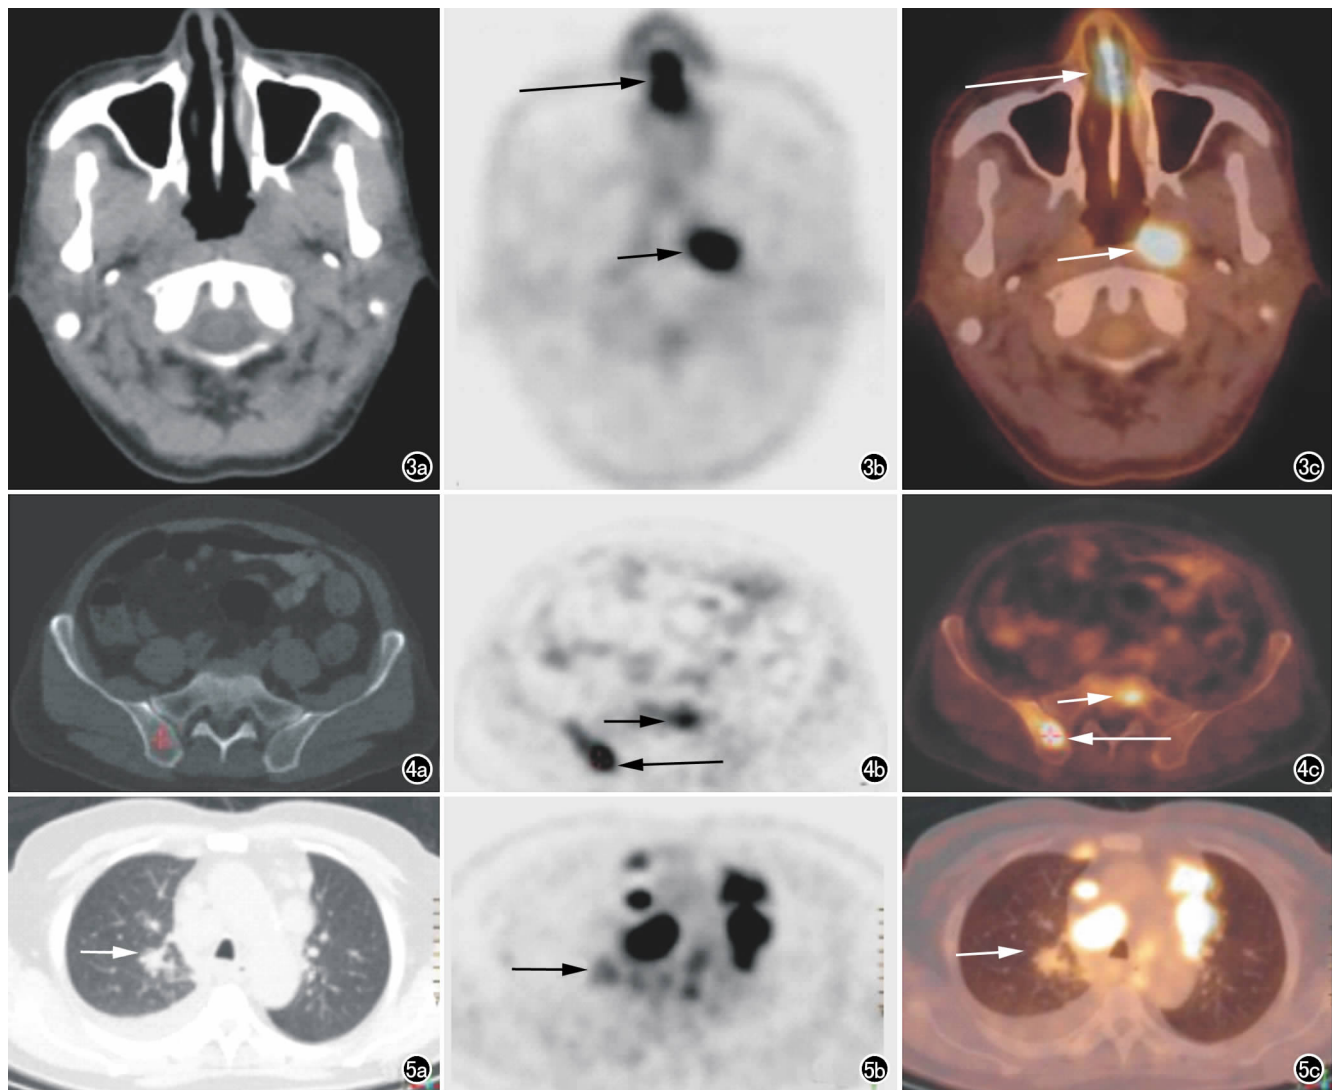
男, 54 岁, 非霍奇金淋巴瘤。a) CT 示鼻中隔未见异常, 鼻咽左侧壁稍饱满, 咽隐窝变浅; b) PET 示鼻中隔前份(长箭)和鼻咽左侧壁(短箭)结节状放射性异常浓聚; c) PET/CT 示鼻中隔前份(长箭)和鼻咽左侧壁(短箭)结节状放射性异常浓聚。
